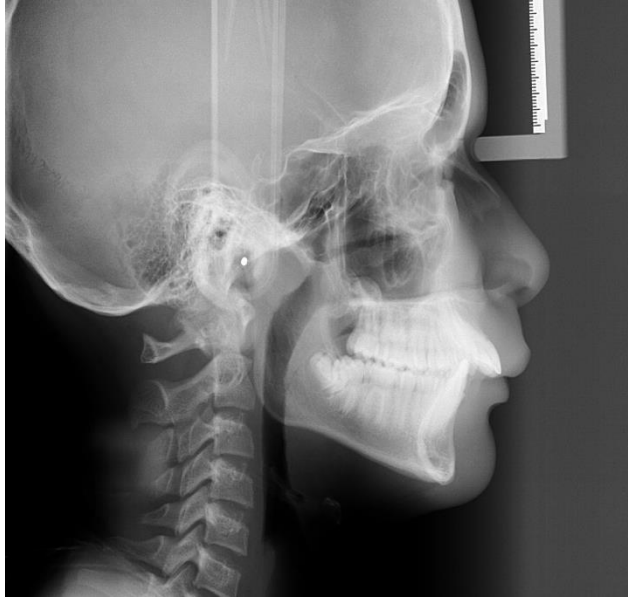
Radiografía cefálica lateral de paciente T0.
